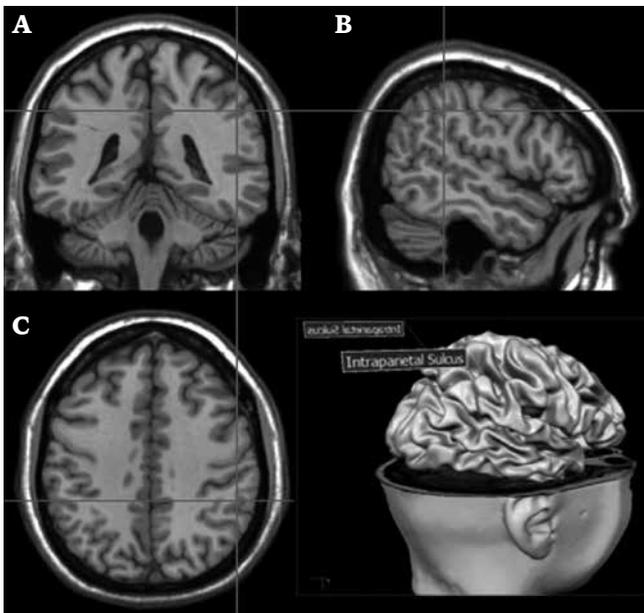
Localización del surco intraparietal (intersección de las 2 líneas), visualizado en imágenes de resonancia magnética. A) Corte coronal. B) Corte sagital. C) Corte horizontal.
